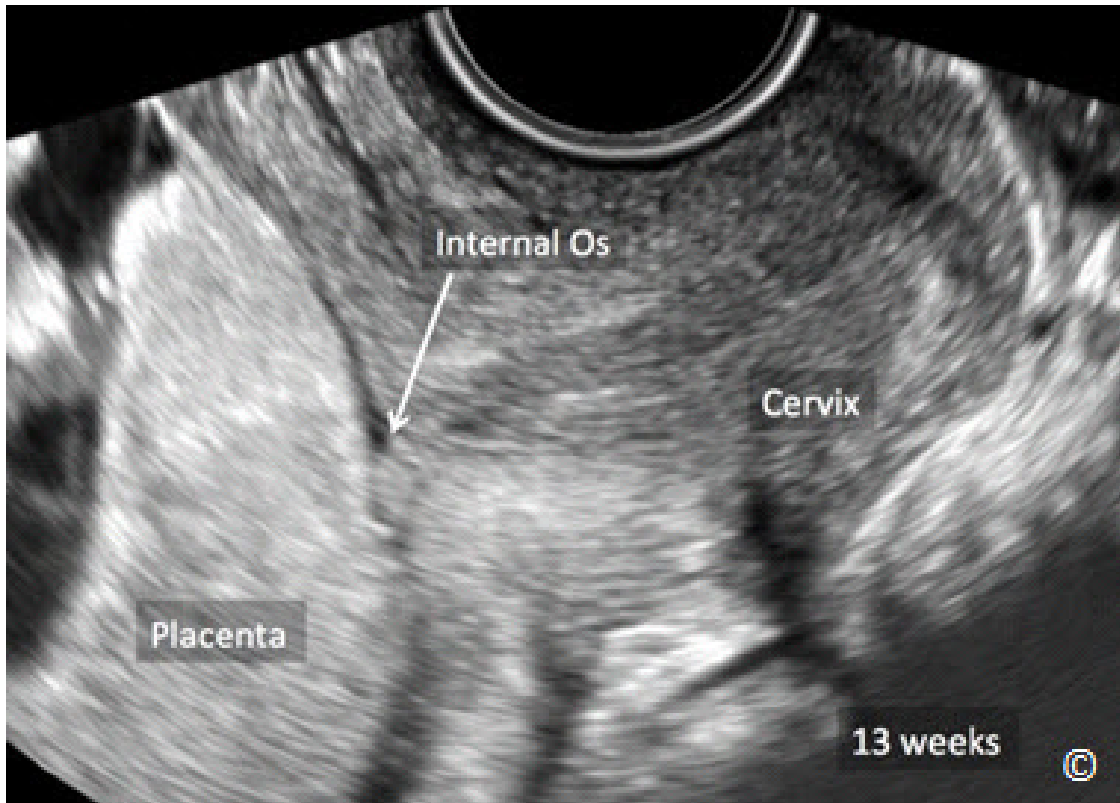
Ultrasonido de un embarazo intrauterino a las 13 semanas. Observe que la placenta (etiquetada) está cubriendo el orificio cervical interno (etiquetado), que representa una placenta previa.
